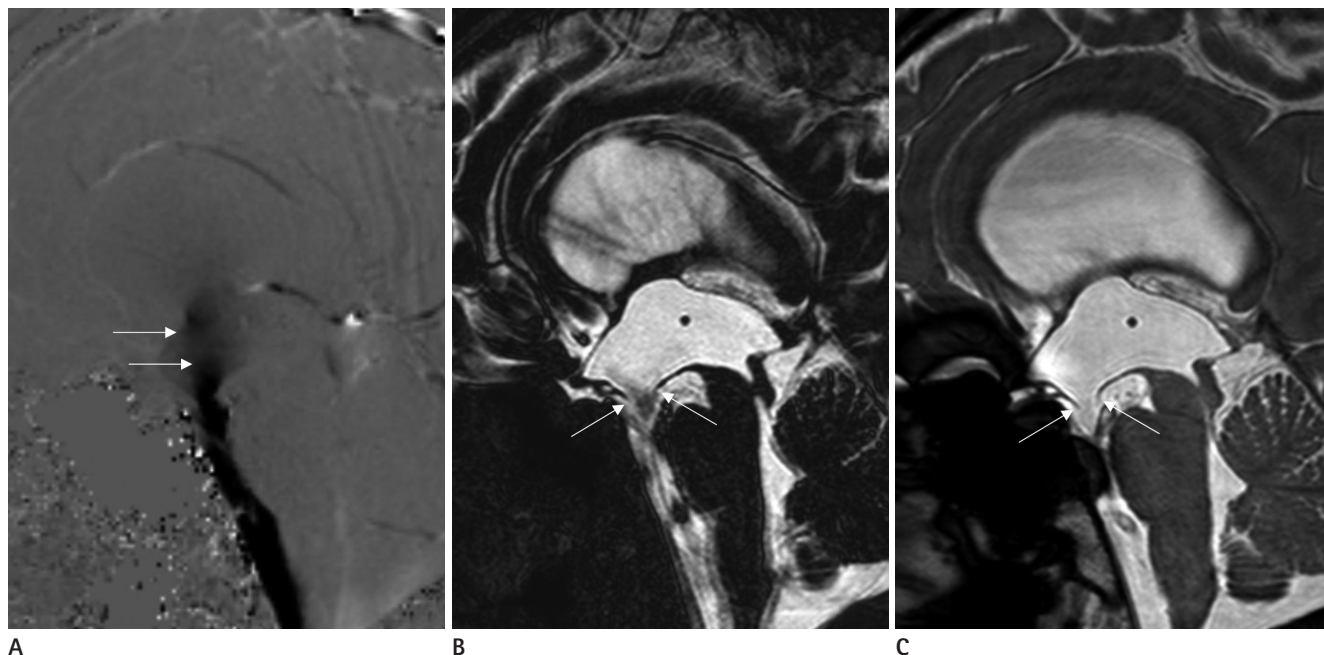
A 23-year-old man underwent the endoscopic third ventriculostomy for the aqueductal stenosis. Phase-contrast cine image (A) shows active cerebrospinal fluid pulsation through the ventriculostomy site in the 3rd ventricle floor (arrows). Volumetric isotropic T2-weighted acquisition image (B) directly demonstrates the ventriculostomy site (arrows) and flow-related artifact through the ventriculostomy site. The ventriculostomy site is directly identified without flow-related artifact on balanced turbo field echo image (arrows) (C).
